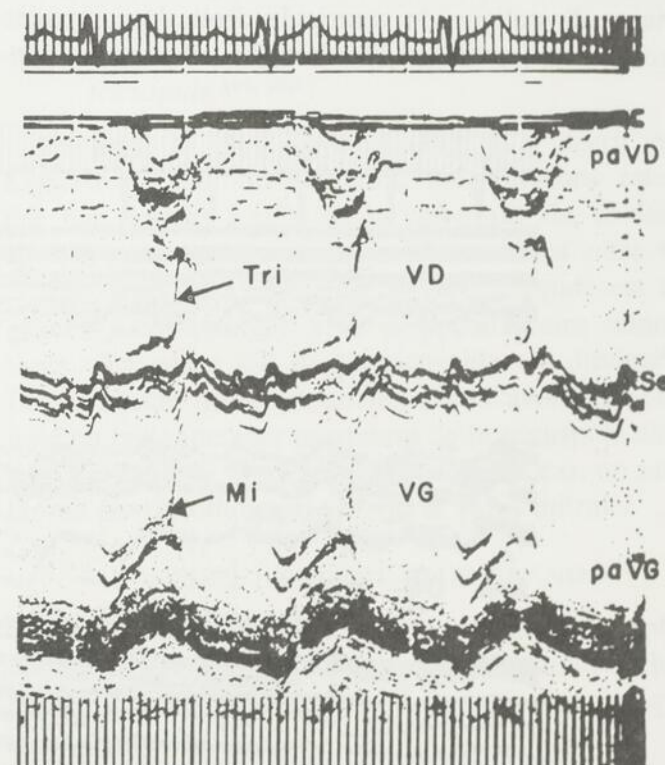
Echocardiogramme d'un enfant de 8 ans, porteur d'une communication interauriculaire (shunt gauche-droit de 65%). Noter le mouvement du septum parallèle à celui de la paroi ventriculaire gauche, le diamètre très augmenté du ventricule droit ainsi que le mouvement ample de la paroi antérieure du ventricule droit.
